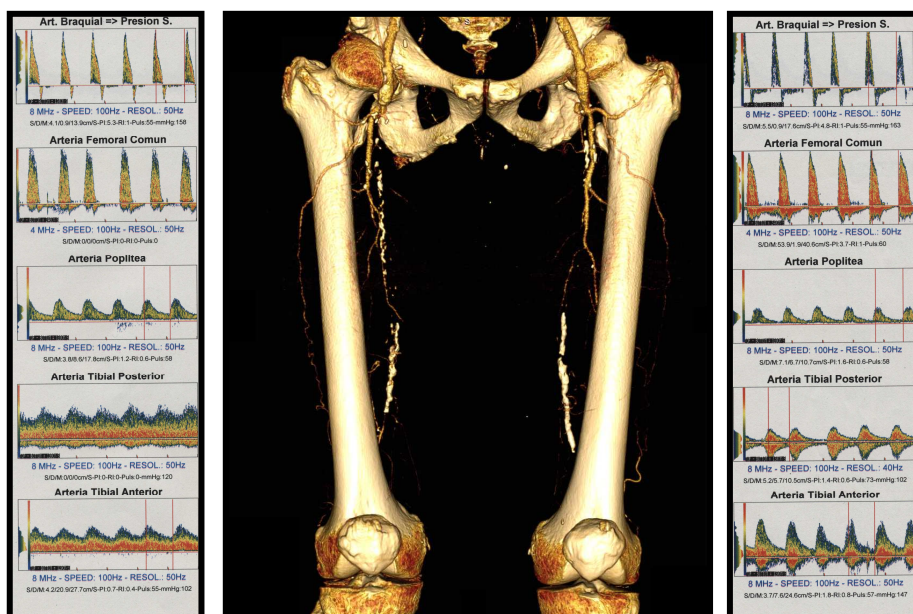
Correlación doppler - AngioTAC: obstrucción de arteria femoral superficial bilateral con pobre recanalización distal. Nótese la severa calcificación de ambas arterias a su paso por el canal de Hunter y el desarrollo de ambas arterias femorales profundas. Fuente: Servicio de Angiología y Cirugía Vascular. Hospital Universitario Miguel Servet. Zaragoza. España.
